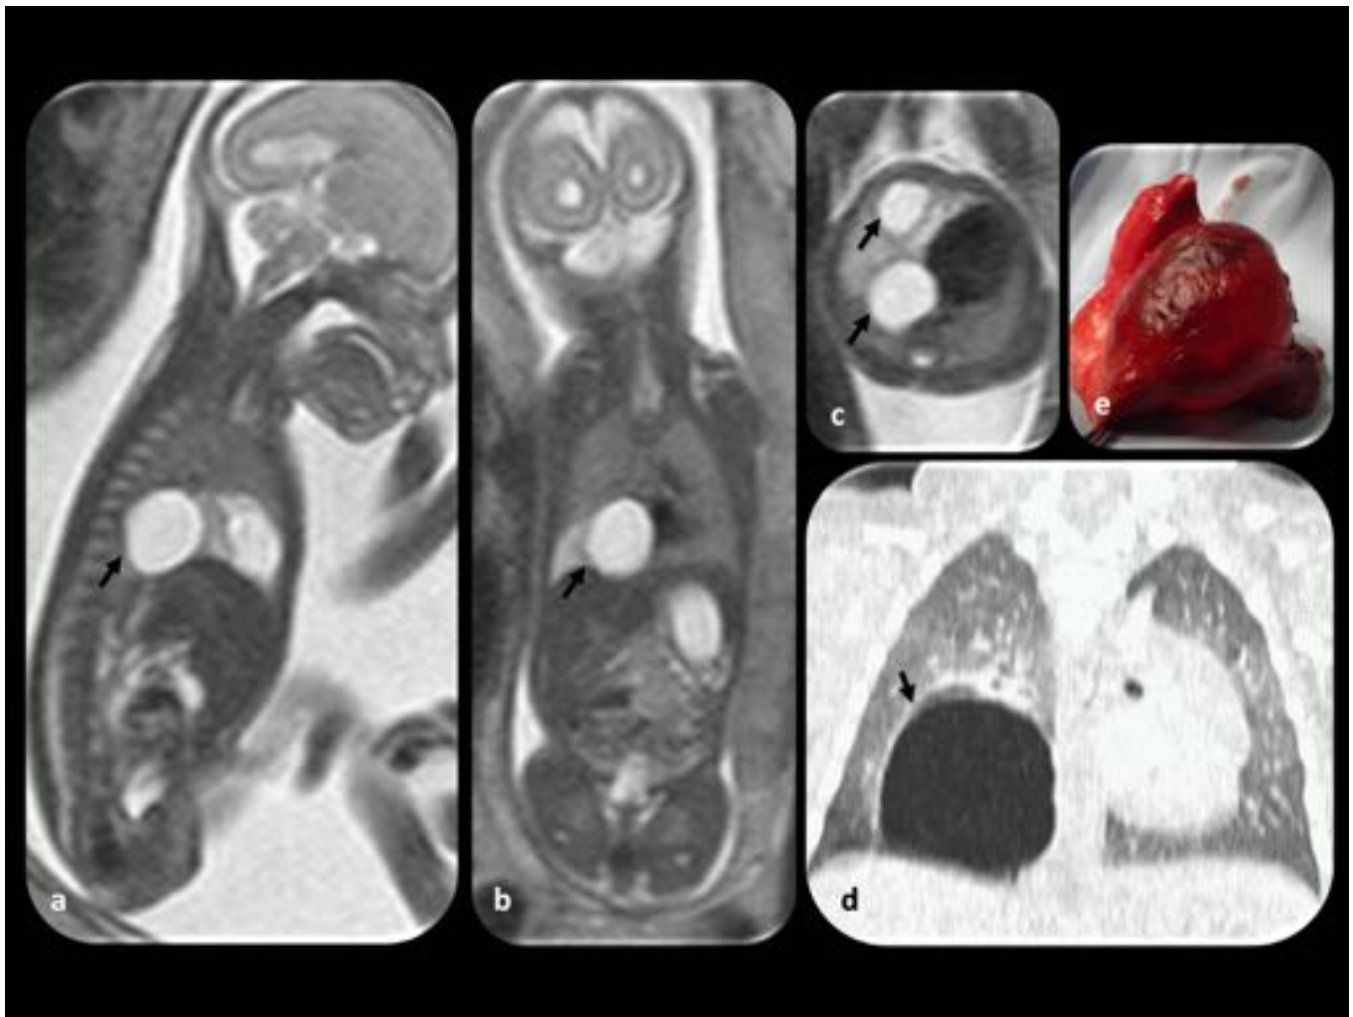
MCVAP tipo I. Feto de 22 semanas de gestación. (a, b , y c) Imágenes RM coronal, sagital y axial: muestran varias lesiones lobuladas hiperintensas en el hemitórax inferior derecho (flechas). (d) La TC después del nacimiento muestra una lesión quística grande en lóbulo inferior del pulmón derecho. (e) Pieza quirúrgica de la lesión descrita en la RM.
